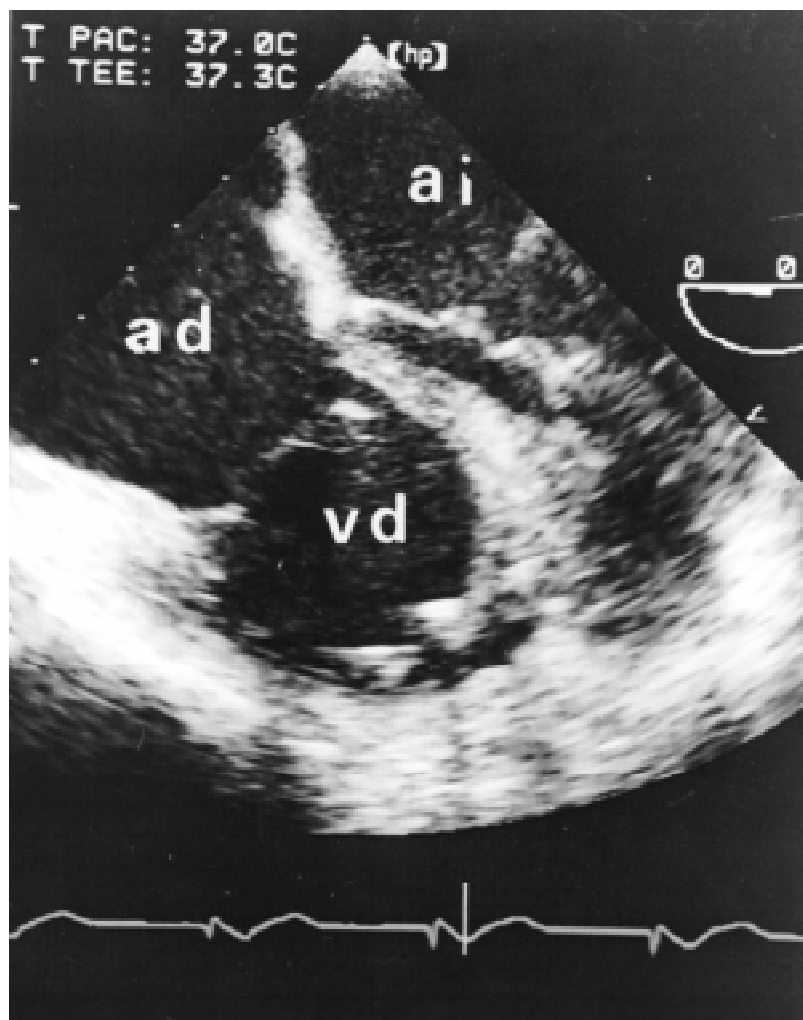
El infarto del ventrículo derecho (VD) se expresa en el ecocardiograma transesofágico por hipocinesia parietal, dilatación del ventrículo y de la aurícula derecha (AD) y abombamiento a la izquierda de los tabiques interauricular e interventricular.
